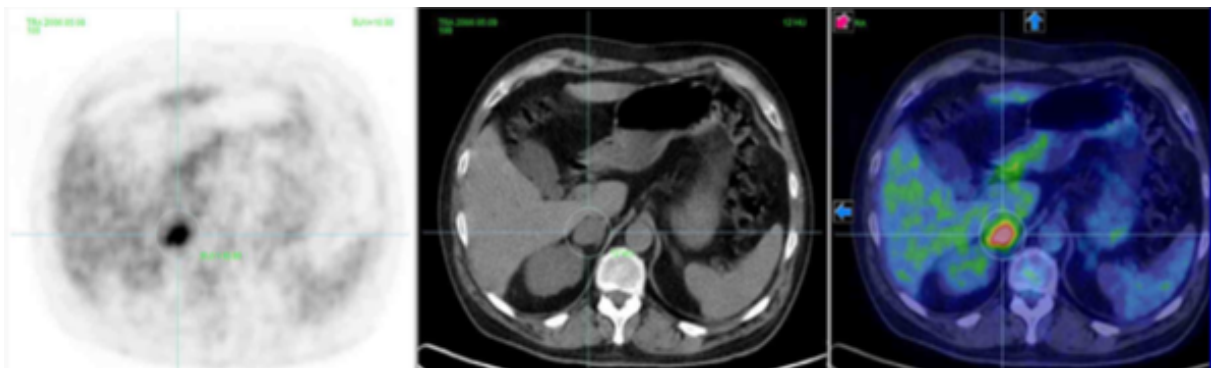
Images TEP, TDM puis la fusion TEP-TDM.
